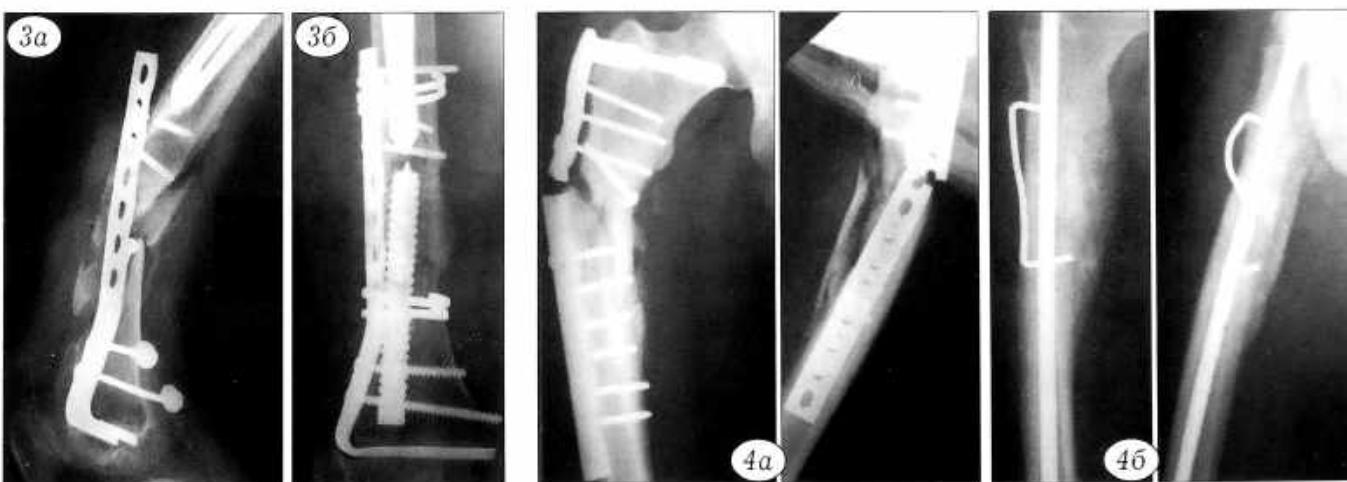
Рентгенограммы больной К., 68 лет, с околосуставным переломом бедренной кости (тип А3) под ножкой эндопротеза тазобедренного сустава.
